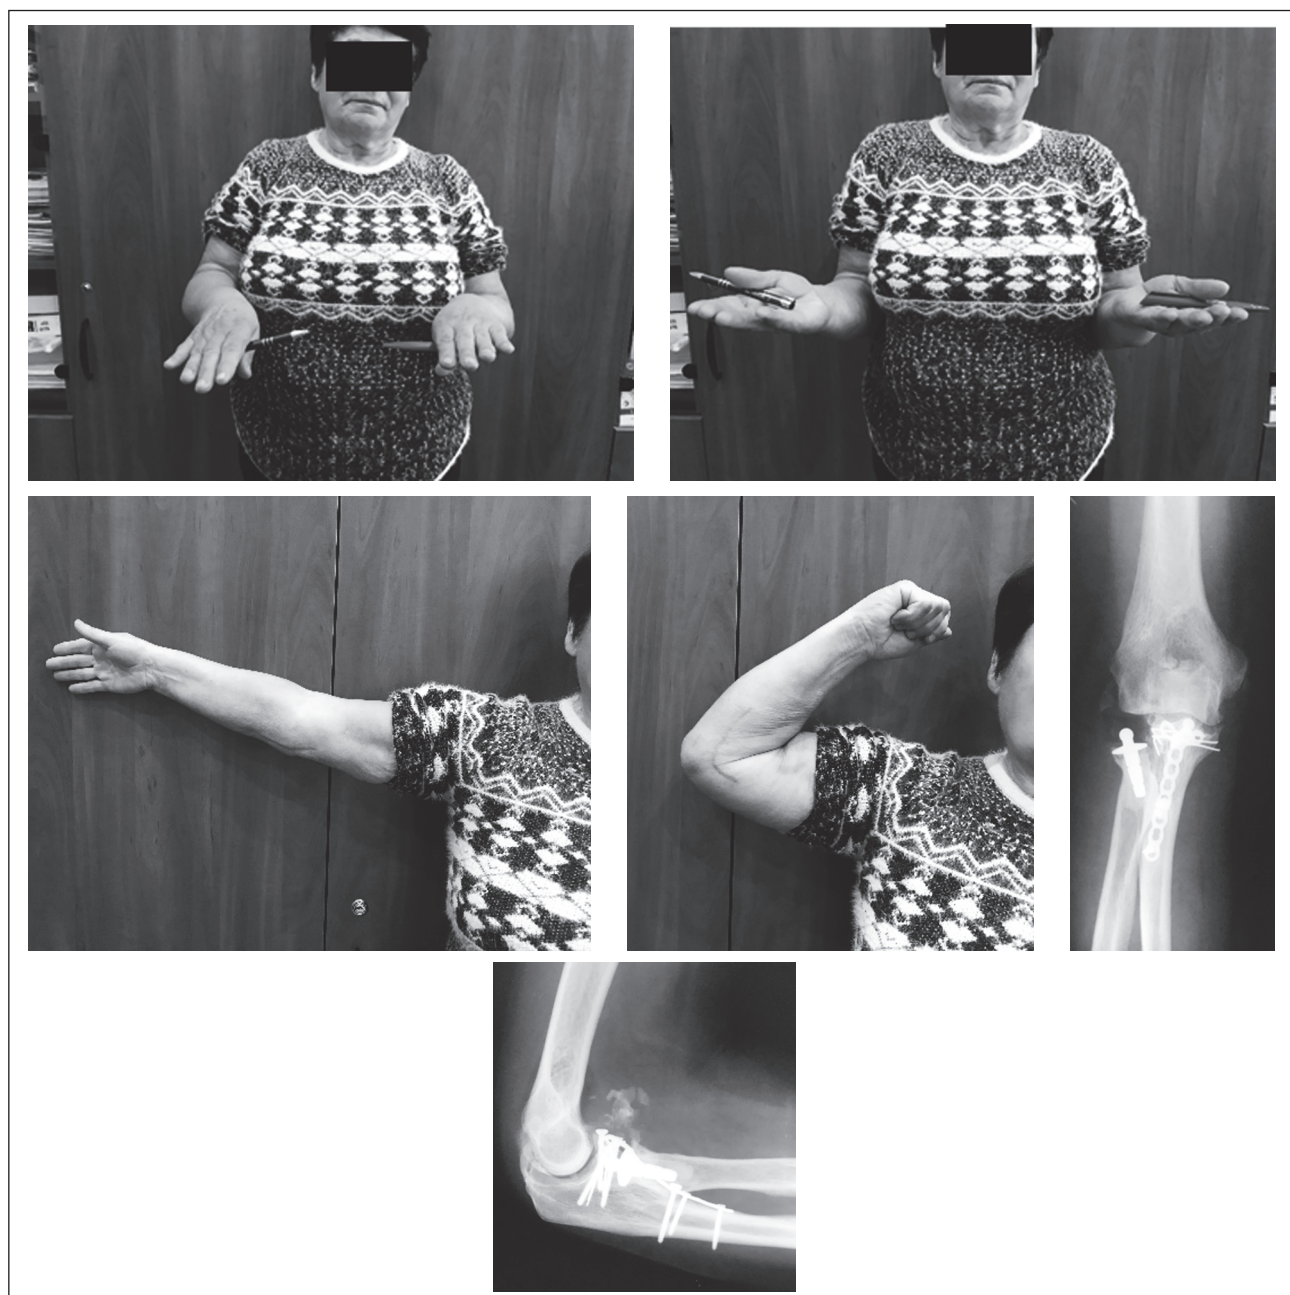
Рентгенограми та фотографії відмінного функціонального результату лікування за шкалою MEPS (100 балів) пацієнтки М., 65 років, історія хвороби № 539928, через 1,5 року після оперативного втручання
